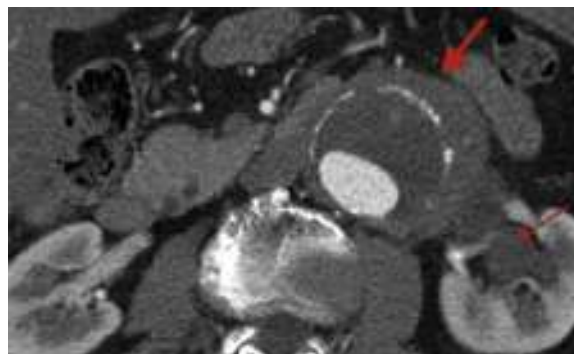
Angio-TC que muestra fibrosis periaórtica (flecha gruesa) e hidronefrosis (flecha fina) en paciente con aneurisma de aorta abdominal infrarrenal.
